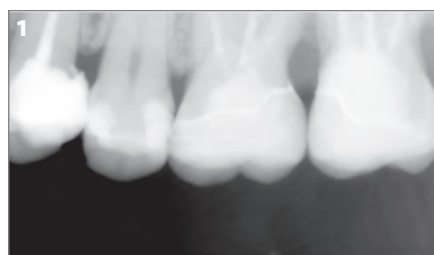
Radiographie préopératoire du secteur maxillaire gauche. Deux molaires ont déjà fait l'objet d'un traitement restaurateur indirect au moyen d'onlays. La seconde prémolaire, dont la perte de structure dentaire est limitée, sera traitée par un inlay tandis que la première prémolaire, dépulpée et affaiblie par une lésion plus importante, sera restaurée au moyen d'une couronne de recouvrement total.
